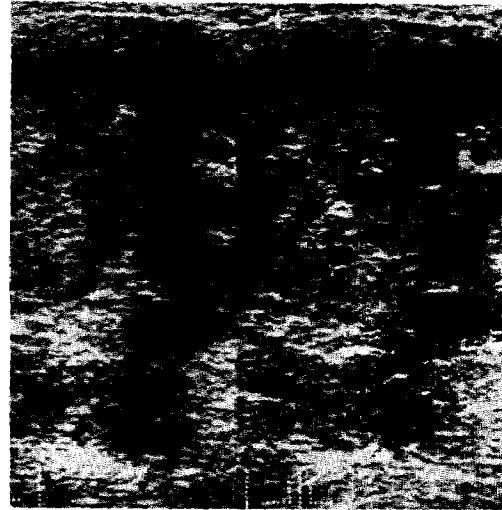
Ultrasonogram of abdomen shows large tumor mass around the right kidney.
